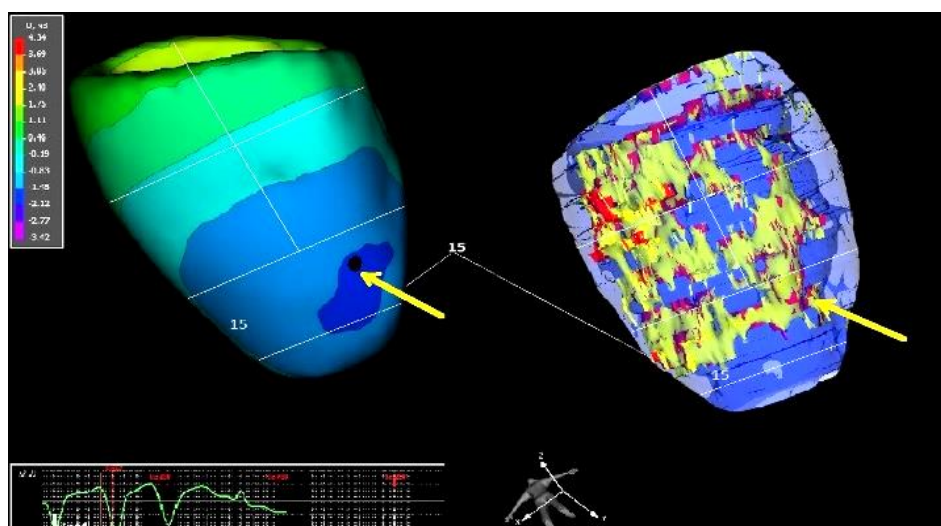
Сопоставление трехмерных электро-анатомических карт, полученных в системе Amucard (слева) и реконструированных трехмерных моделей ЛЖ, полученных на основании МРТ сердца с отсроченным контрастированием (справа). Слева — полигональная модель левого желудочка с построенной изопотенциальной картой на нем. Холодными оттенками окрашен участок ранней активации. Источником ЖЭ является нижняя стенка ЛЖ (15 сегмент). Справа — трехмерная модель левого желудочка полученным при МРТ сердца с отсроченным контрастированием высокого разрешения. Локализация рубцовой ткани — нижняя стенка (4,10,15 сегменты). Красным цветом окрашены участки фиброза, желтым — гетерогенной ткани, синим — не поврежденные участки миокарда.
